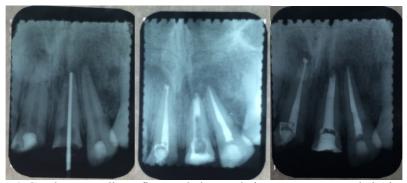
Gambaran Radiografis Langkah-Langkah Perawatan Saluran Akar Gigi 11,12 (penentuan panjang kerja; coba gutta point sesuai file preparasi terakhir; pengisian secara konvensional menggunakan gutta point)
